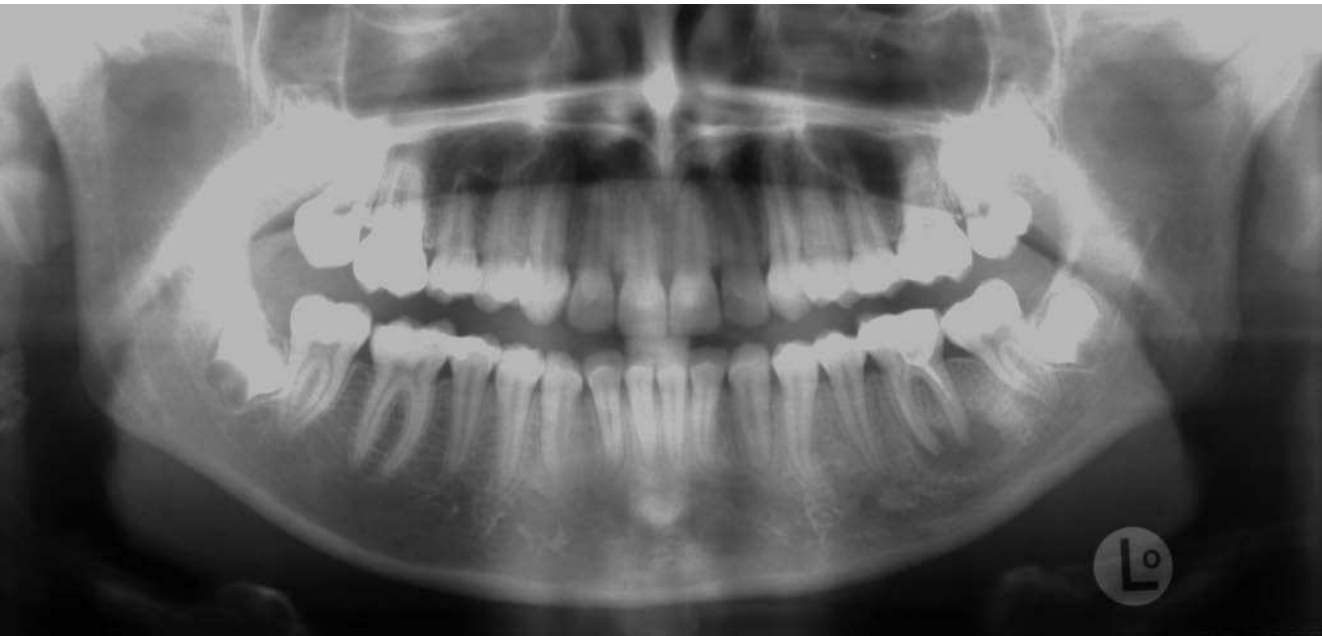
Radiografía realizada por el odontólogo de la paciente el 20 de agosto de 2002.
